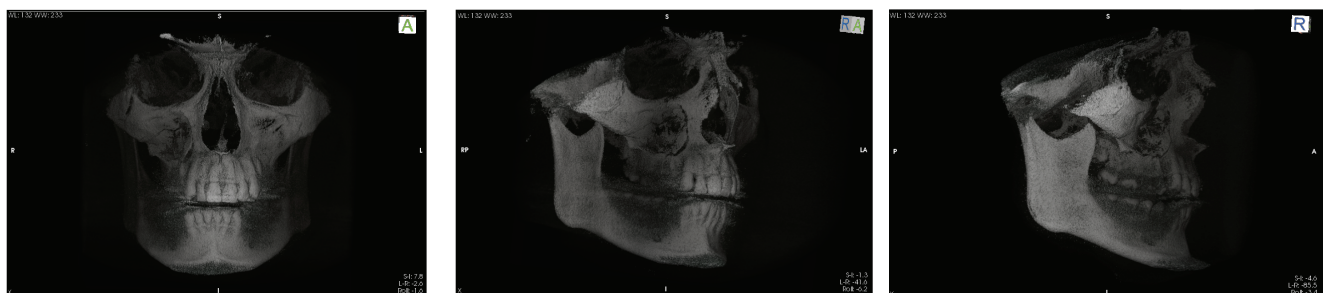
Конусно-лучевая компьютерная томография при переломах скуловой кости
